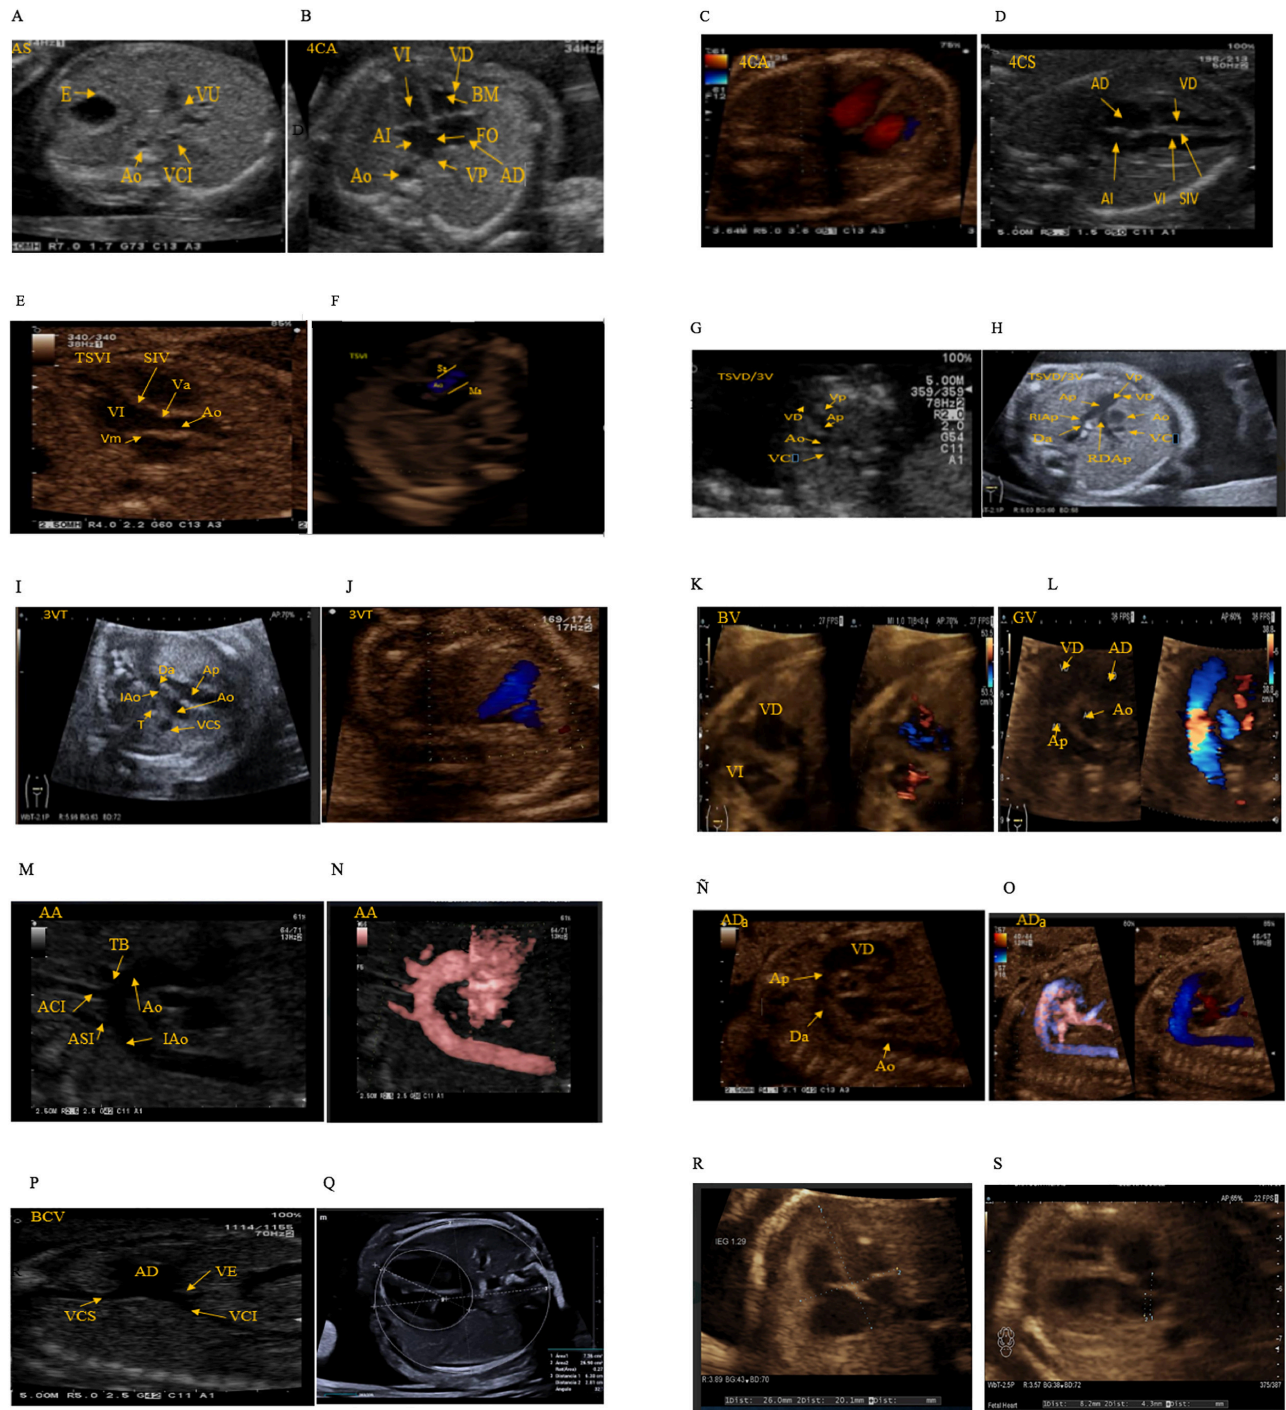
Evaluación sistemática de corazón fetal en modo B, *doppler color* y *power doppler*. A. Vista axial de abdomen superior (AS) con visualización de cámara gástrica (E), vena umbilical (VU), aorta (Ao) y vena cava inferior (VCI) (flechas amarillas) en feto céfalico dorso posterior. B. Vista axial apical de 4 cámaras (4CA), con visualización del ventrículo derecho (VD) e izquierdo (VI), del atrio derecho (AD) e izquierdo (AI), del foramen oval con apertura hacia la izquierda (FO), de la banda moderadora en el ventrículo derecho (BM), de la vena pulmonar entrando al atrio izquierdo (VP) y de la aorta descendente (Ao) (flechas amarillas), en feto céfalico, dorso posterior. C. *Doppler color* en 4CA, evidenciando llenado ventricular normal, en feto céfalico, dorso posterior. D. Vista axial subcostal de 4 cámaras (4CS) evidenciando VD, VI, AD y AI, con indemnidad de *septum* interventricular (SIV) (flechas amarillas), en feto podálico dorso derecho. E. Vista
